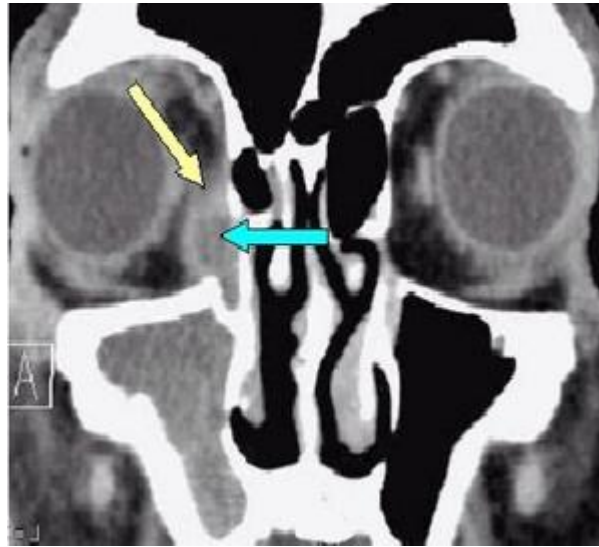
TDM coupe axiale après opacification montrent une rétention intra-sacculaire image prise au sein de l'HMMI service ophtalmologie
